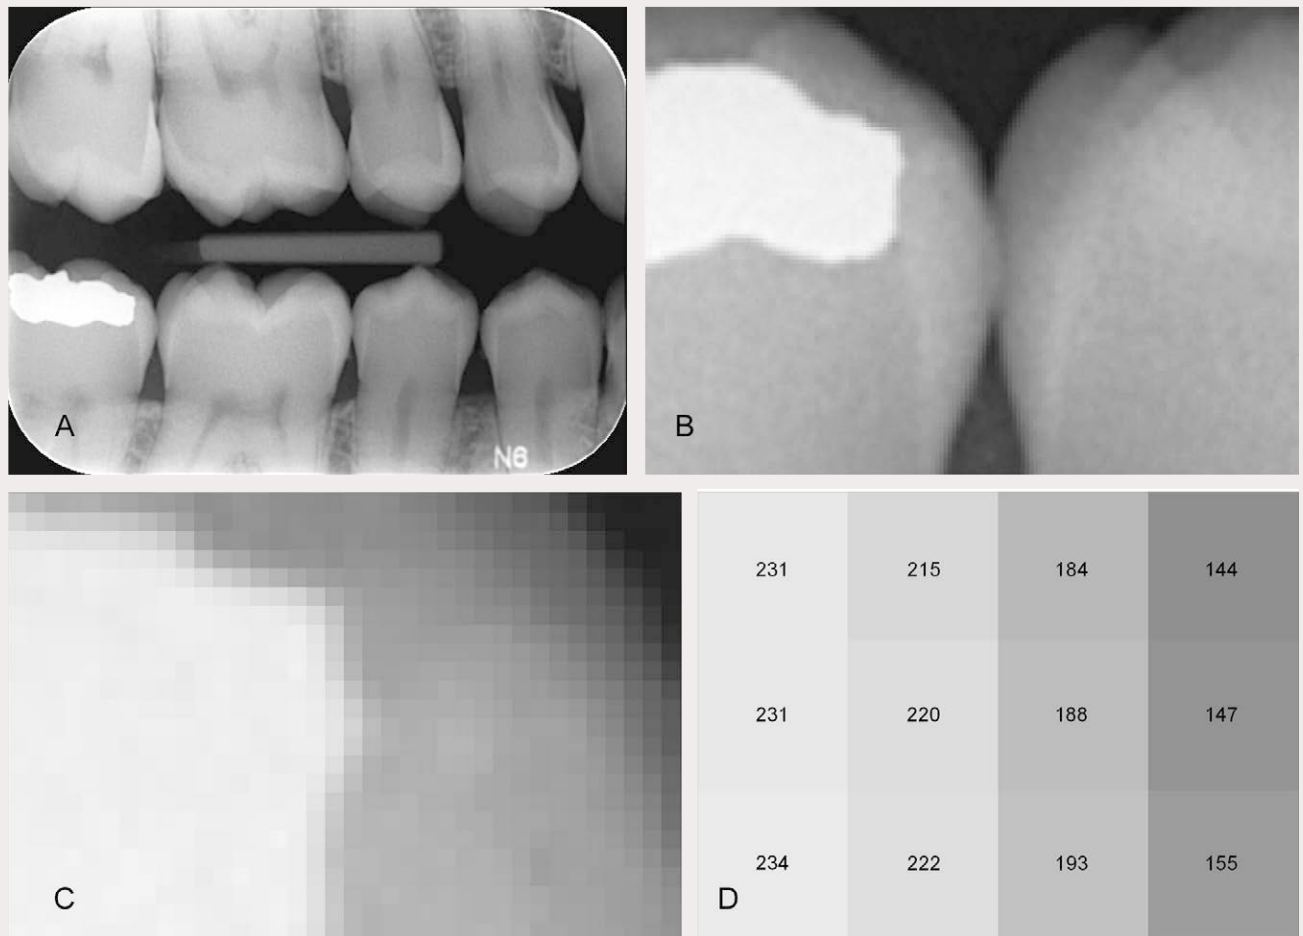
An example of digital image data (bitewing). The image contains rows and columns of individual pixels, each having their own gray scale pixel value. The original image (A), zoomed portions of the image (B-D) where pixel values corresponding to gray scale values have been marked (D). In x-ray images, the gray scale value of the pixel depends on the amount of radiation incident to the detector at the pixel location.
